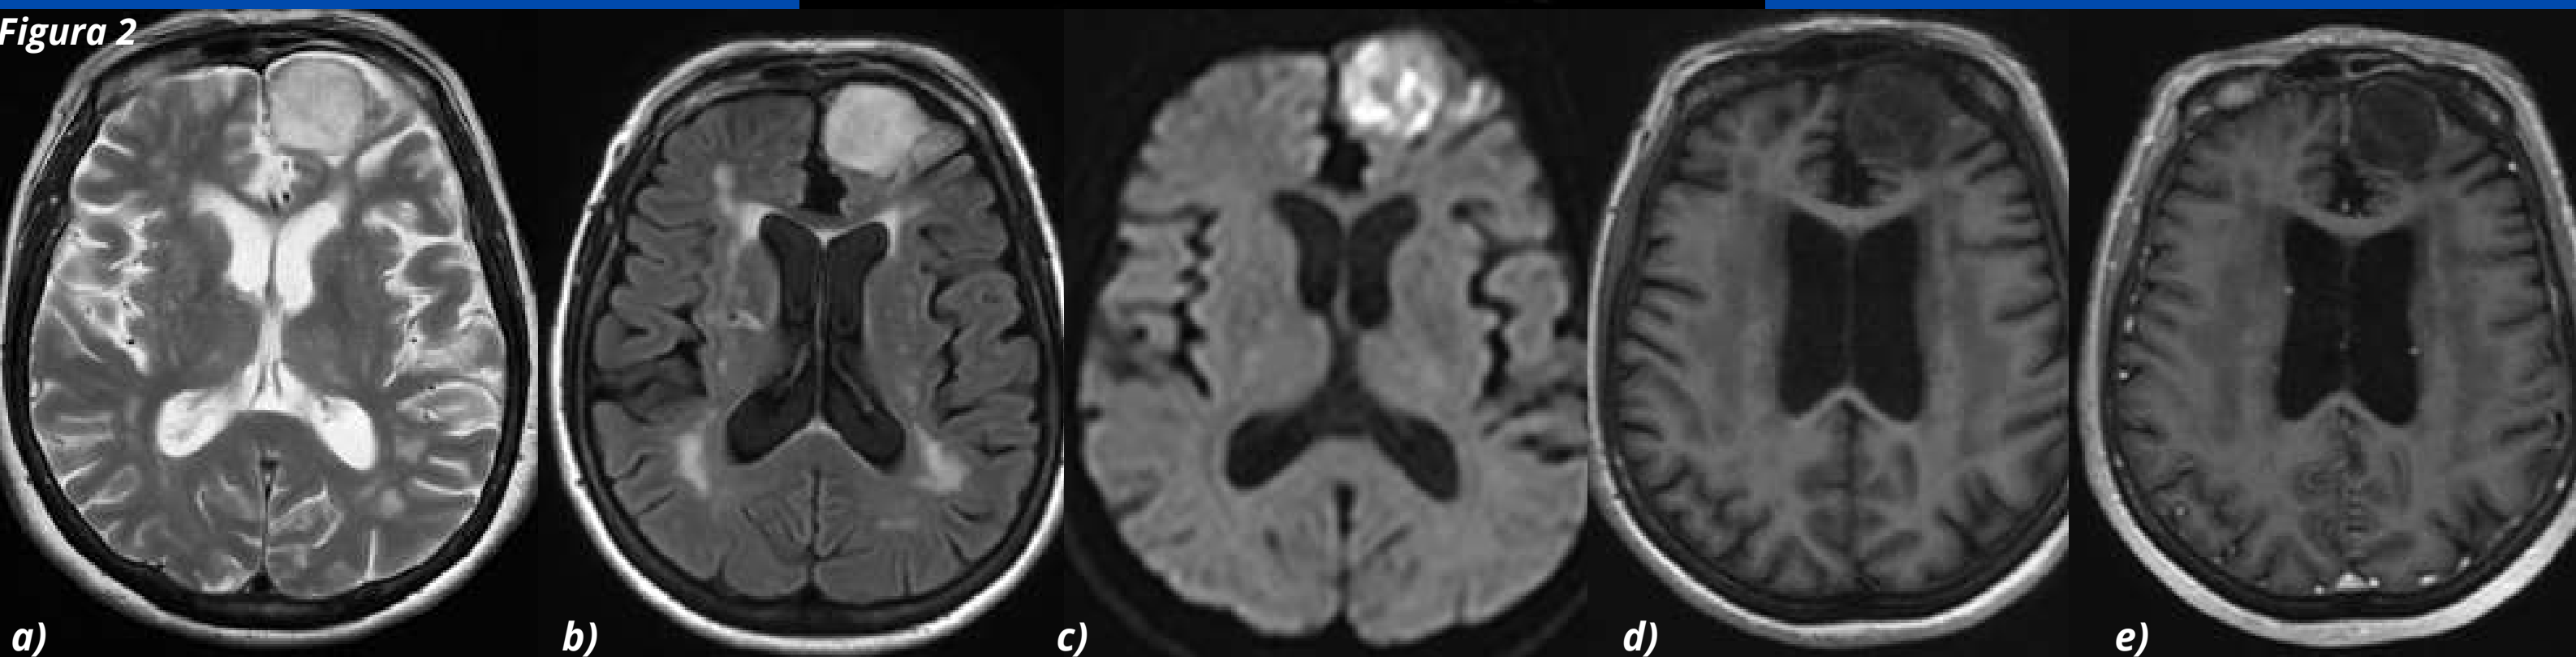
RM en planos axiales donde se visualiza imagen frontal izquierda bien delimitada, muestra señal hiperintensa en secuencia T2 (A) y FLAIR (B) con señal marcadamente alta en la secuencia de Difusión (C). En secuencia T1 (D) muestra señal levemente hipointensa con fino realce periférico tras el contraste endovenoso (E). La misma genera ligero efecto de masa del parénquima encefálico adyacente, el cual presenta mínimos signos de gliosis circundante.
